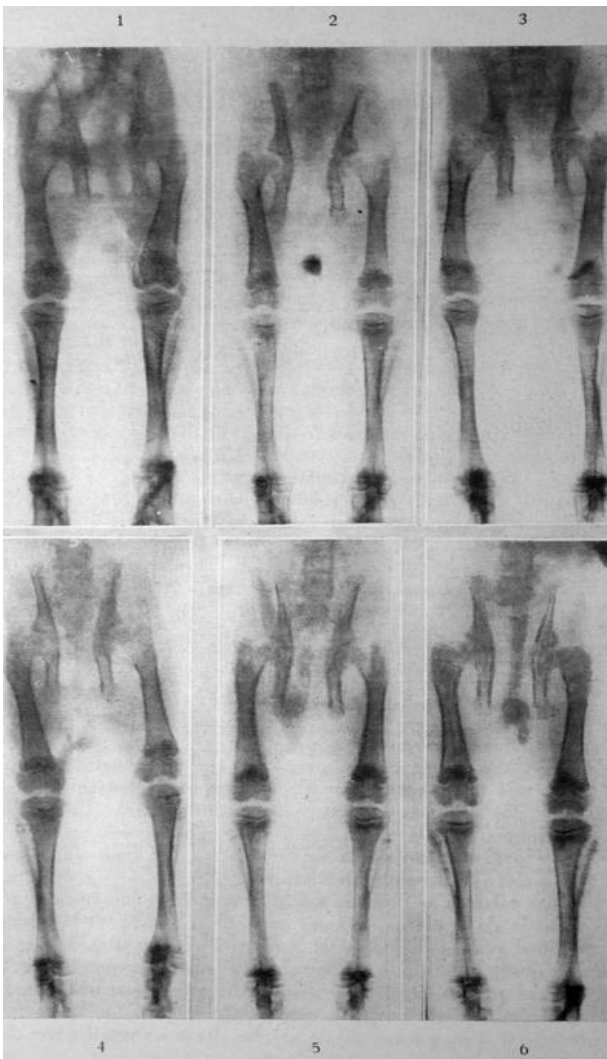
Telerradiografías postoperatorias a las tres semanas de sei conejos a los que practicamos estimulaciones experimentales del crecimiento de la metafisis proximales de la tibia, con tecnica B
